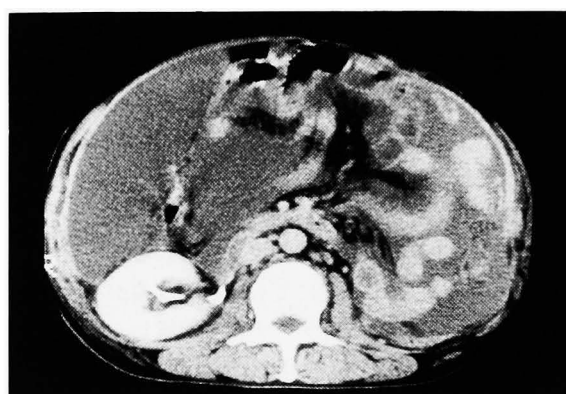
Computerized tomography (CT) showed a large amount of ascites after 3 months of IL-2 therapy.
